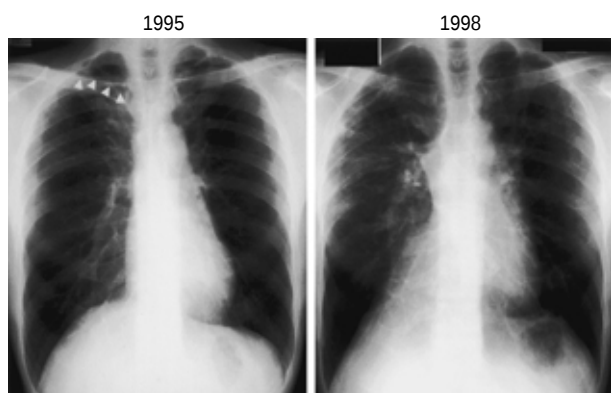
Chest radiographs 3 years before, and shortly before, admission, showing pulmonary cysts and multiple small nodules.
